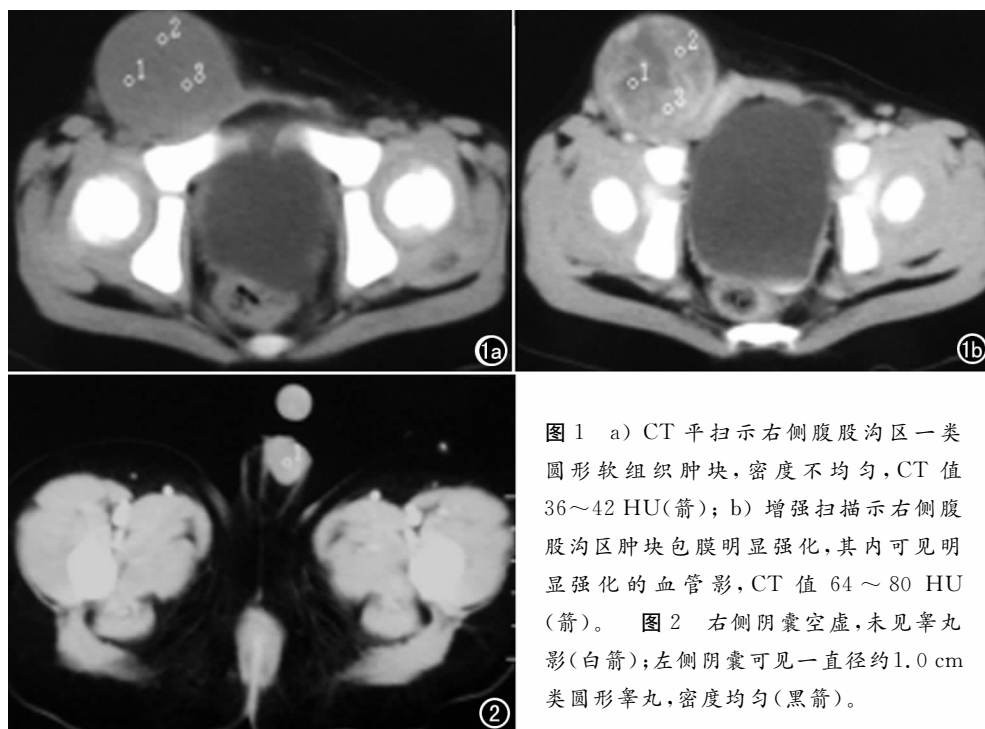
a) CT平扫示右侧腹股沟区一类圆形软组织肿块,密度不均匀,CT值36~42 HU(箭);b) 增强扫描示右侧腹股沟区肿块包膜明显强化,其内可见明显强化的血管影,CT值64~80 HU(箭)。图2 右侧阴囊空虚,未见睾丸影(白箭);左侧阴囊可见一直径约1.0 cm类圆形睾丸,密度均匀(黑箭)。
